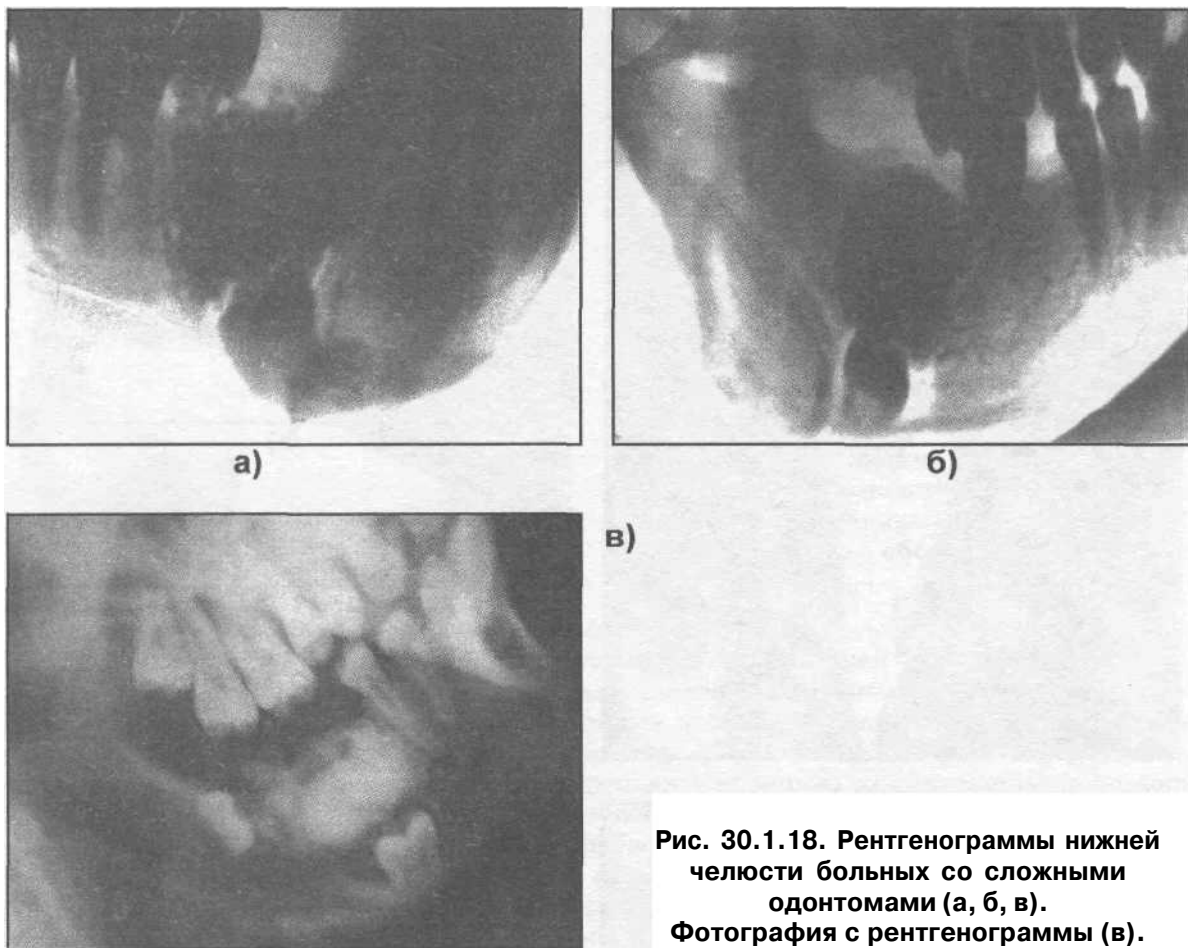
Рентгенограммы нижней челюсти больных со сложными одонтомами (а, б, в). Фотография с рентгенограммы (в).
